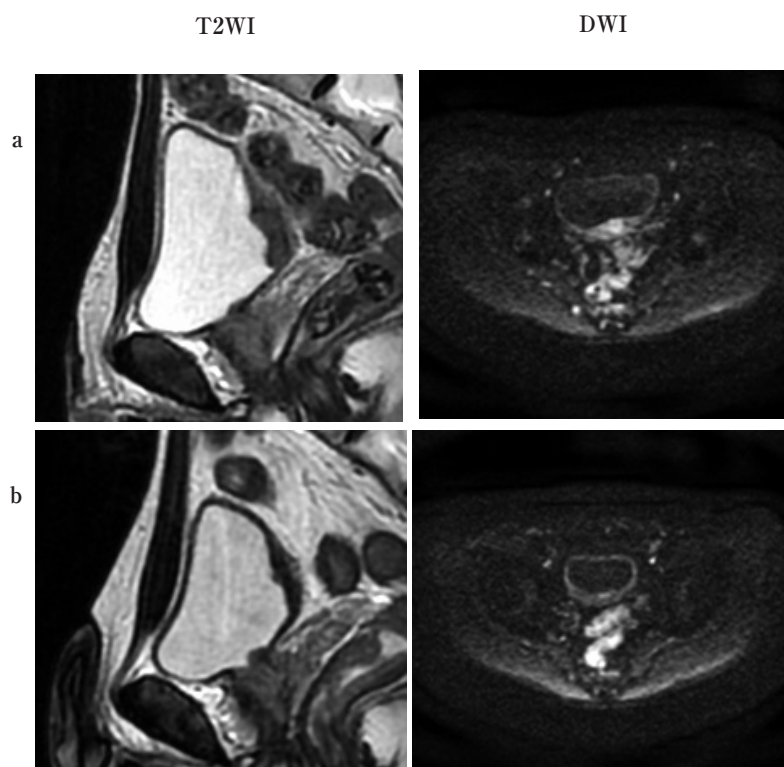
MRI images of No.4 patient
